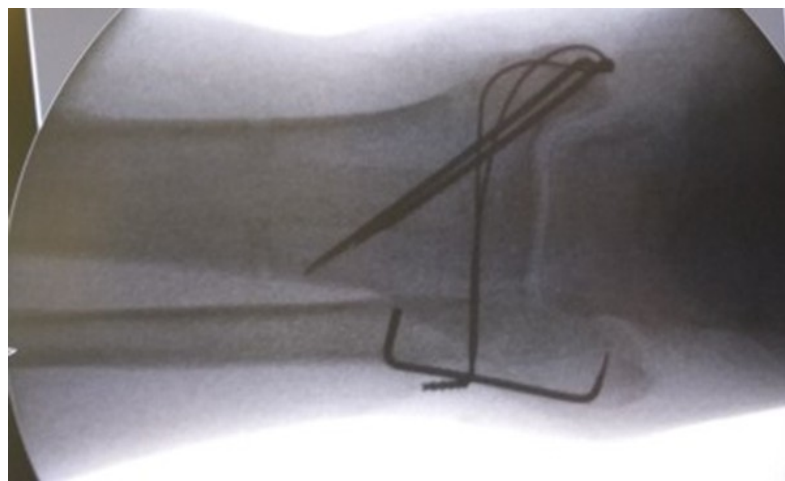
Рентгенография в прямой проекции после окончательной установки спиц и проволоки со скобой
